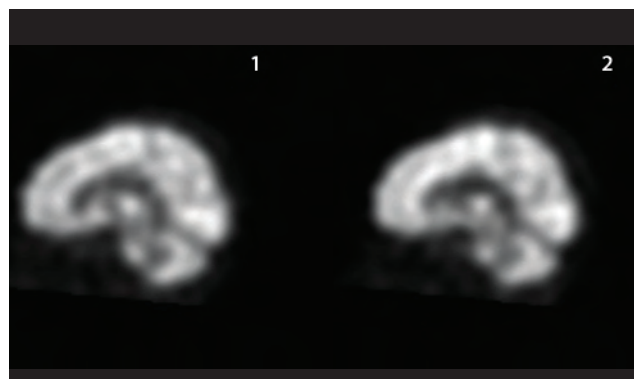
SPECT* cerebral. Imagen sagital con aumento de actividad en el la zona cíngular.
